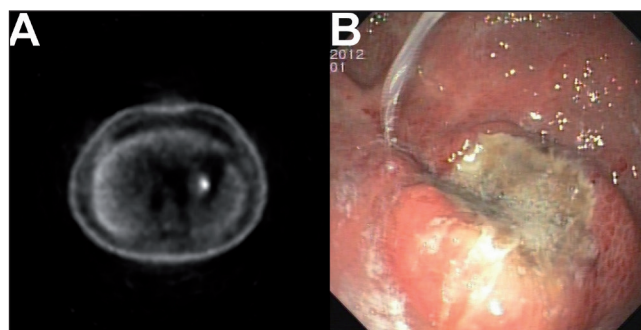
A. PET-TC en la que se evidencia un incremento del metabolismo glicídico a nivel gástrico. B. Gastroscoopia en la que se evidencia una lesión ulcerada de 3 cm con fondo cubierto de fibrina, irregular, friable y de aspecto neoplásico. AP: linfoma difuso de células B grandes.
